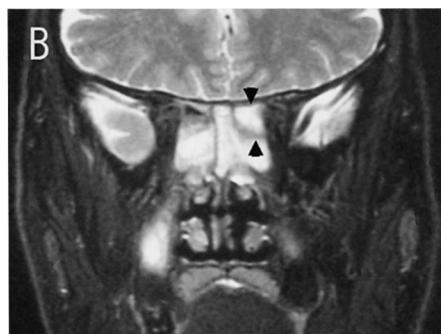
B Coronal T2-weighted MRI shows a cystic lesion as a high signal (arrow).
